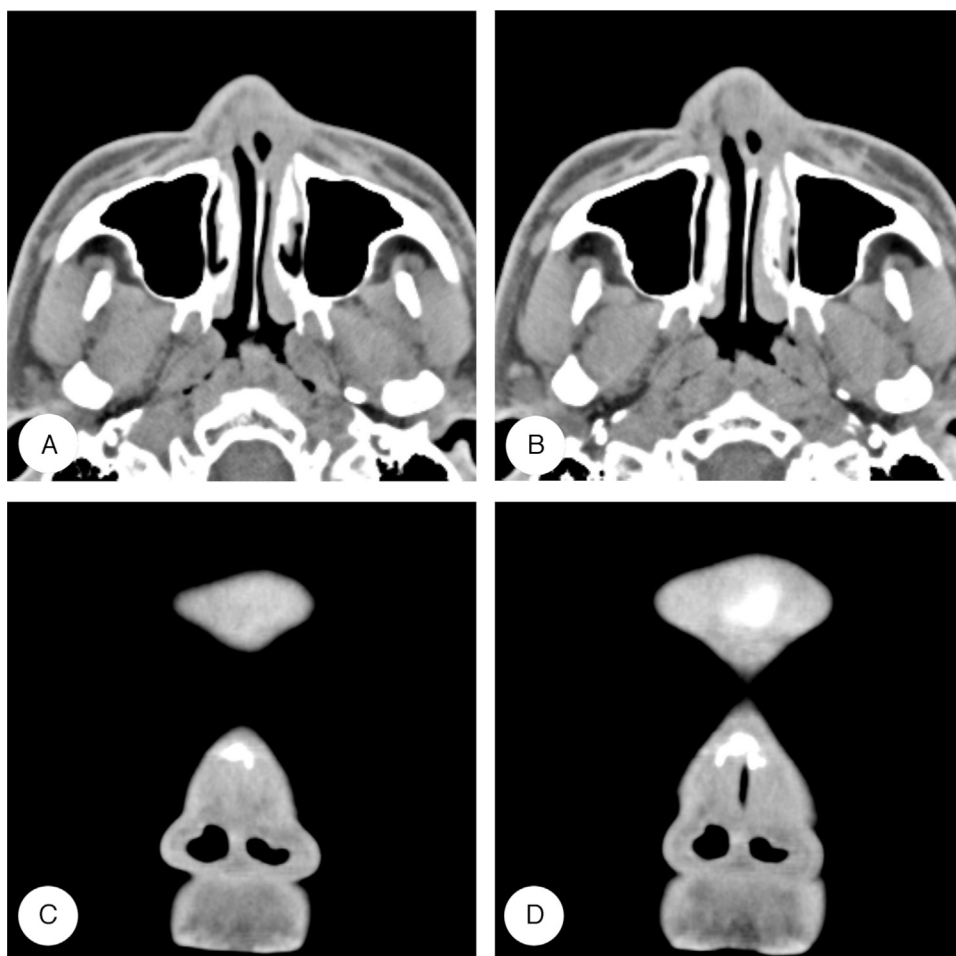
Tomografias computadorizadas faciais pré-operatórias. Imagens axiais (A, B) e coronais (C, D) mostram sinéquias de tecido mole dentro de ambos os vestibulos nasais que causam uma estenose vestibular. É observado o desvio de septo nasal para o lado esquerdo.
